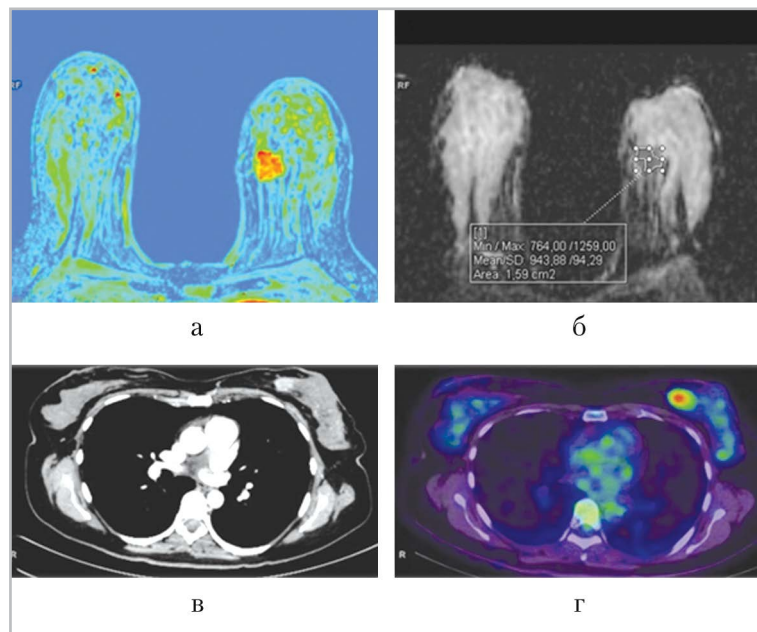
МР-томограммы молочных желез и ПЭТ/КТ с ¹⁸F-ФДГ всего тела у пациентки с инвазивным раком молочной железы: а – перфузионная карта демонстрирует гипervasкулярную опухоль во внутренних квадрантах левой молочной железы; б – карта ИКД с примером ручного выбора зоны интереса (ROI freehand); в – КТ с внутривенным контрастным усилением – компонент совмещенного ПЭТ/КТ; г – выраженное повышение метаболизма опухоли, обнаруженное при ПЭТ/КТ с ¹⁸F-ФДГ
